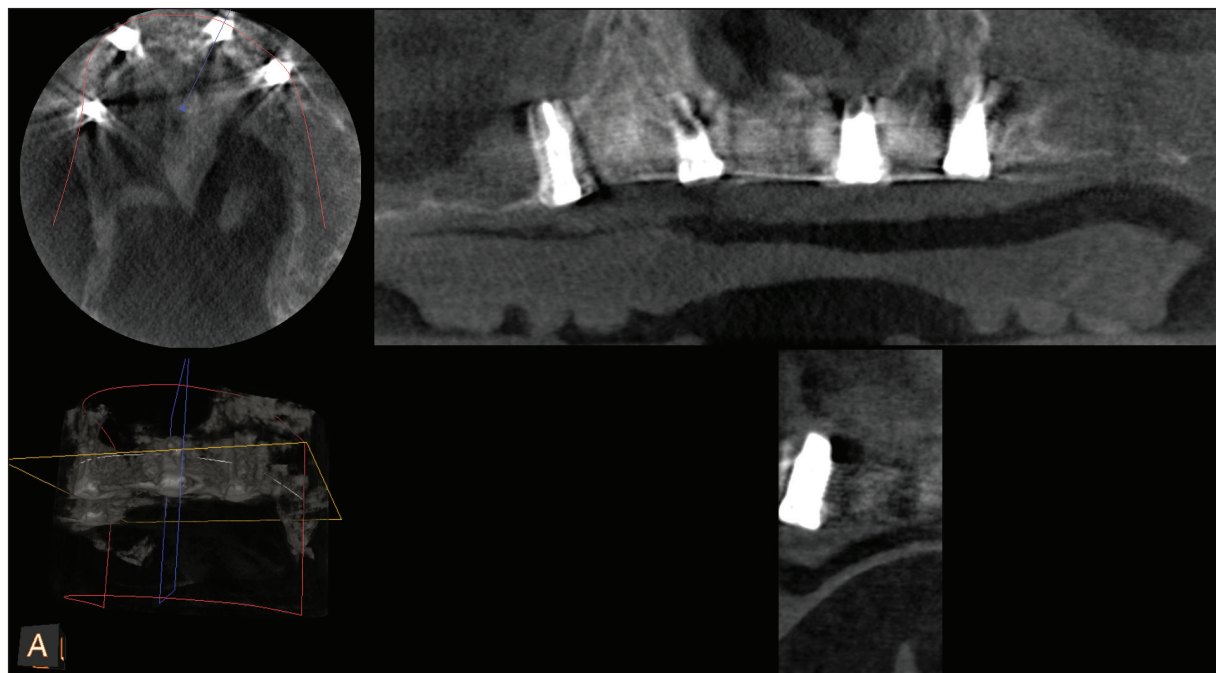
Cone-beam CT scan after implantation in the maxilla.
